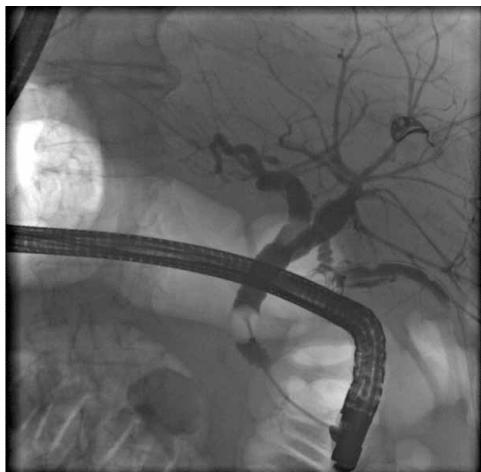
Endoskopische retrograde Cholangiografie (ERC), durchgeführt in der Röntgenabteilung auf einem Durchleuchtungstisch mit Flachbilddetektor und Raster, gut eingeblendete Aufnahme, deutlich bessere Bildqualität als in Abbildung 1, Insuffizienz der Naht des Zysticusstumpfes
